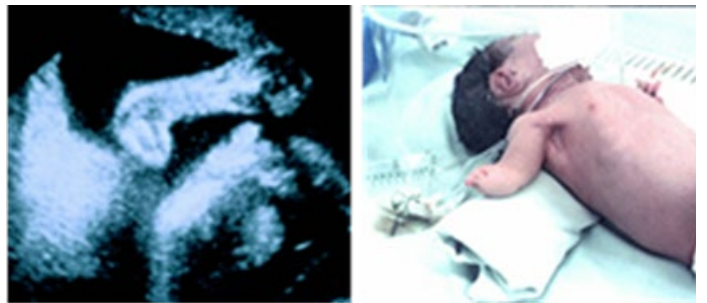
y 6B. Ultrasonido y neonato con hemimelia transversa cubito radial. El recién nacido tiene microdactilia.
